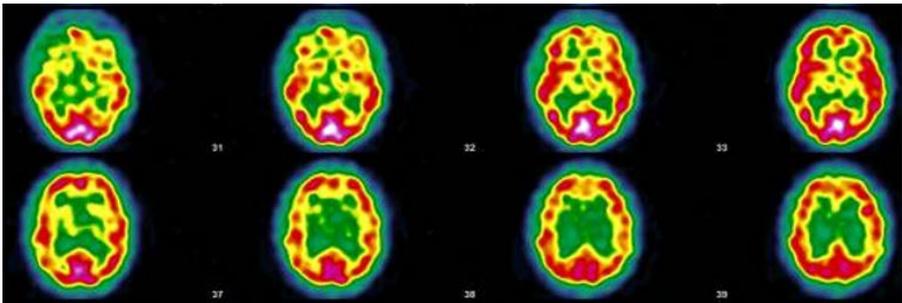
Cas n°5 Paco ; Scintigraphie ((ECD Tc-99m)) du 10/06/21; fixation du traceur hétérogène avec une hypofixation temporale bilatérale, frontale bilatérale, pariétale postérieure gauche, pariéto-occipito-temporale droite. Discrète préservation des cortex sensori-moteurs. La fixation en regard des noyaux gris est correcte. Hypofixation cérébelleuse droite. Atrophie cortico-sous-corticale avec comme signe indirect une hypocaptation péri-ventriculaire. Conclusion : Examen scintigraphique compatible avec une pathologie cérébrale de type vasculaire. Atrophie cortico-sous-corticale modérée. (Images et protocole : Drs Bouazza & Mahy, Vesale hospital, ISPPC, Belgium)
